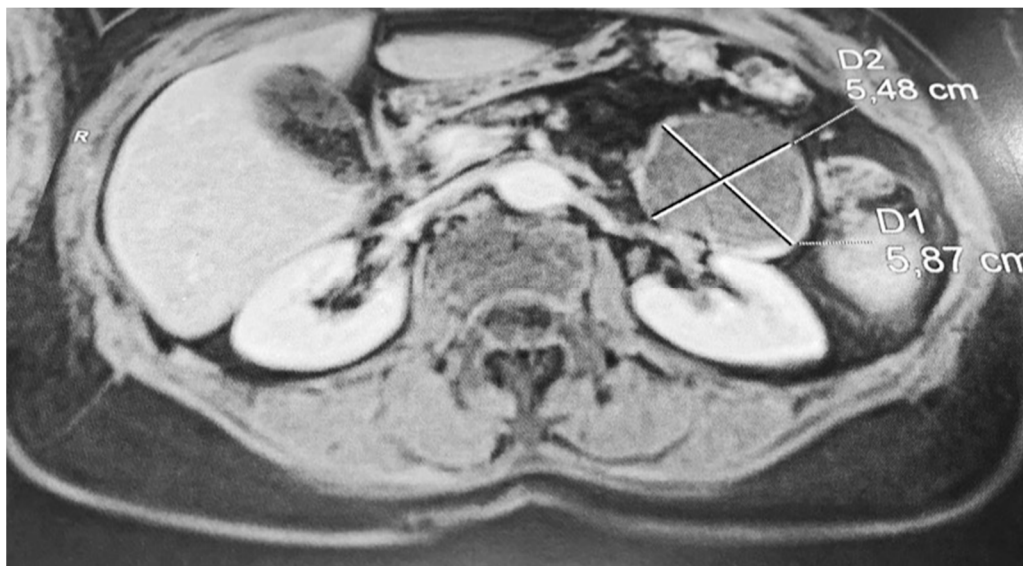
TDM EN COUPE AXIALE MONTRANT UNE MASSE KYSTIQUE DE LA QUEUE DU PANCREAS
